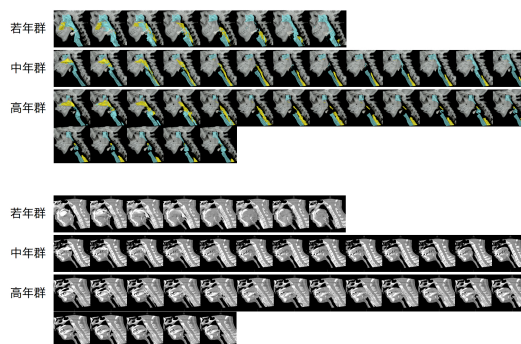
3D-CT像(上段)、MPR像(下段) 若年群:22歳男性、中年群:43歳女性、高年群:67歳女性。いずれも舌骨前上方挙上開始時点から喉頭蓋復位時点までの動態である。3D-CT像は食塊が黄色、咽頭腔、気道が水色で示してある。
